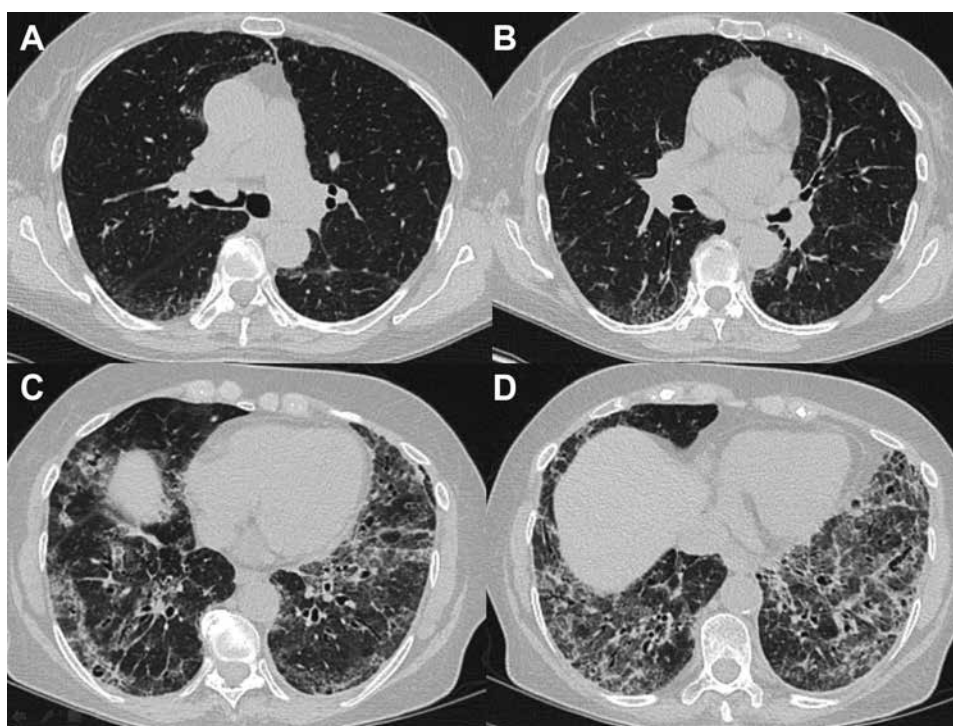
A-D, La TC ad alta risoluzione mostra diffuse opacità a vetro smerigliato e bronchiectasie da trazione (B, C, D). È anche evidente il risparmio subpleurico, specialmente nel lato destro. A, Malgrado questi reperti evidenti, notare la presenza di un nodulo ben definito che origina dalla parete anteriore del bronco principale destro e che si proietta nel lume al livello della carena principale.
